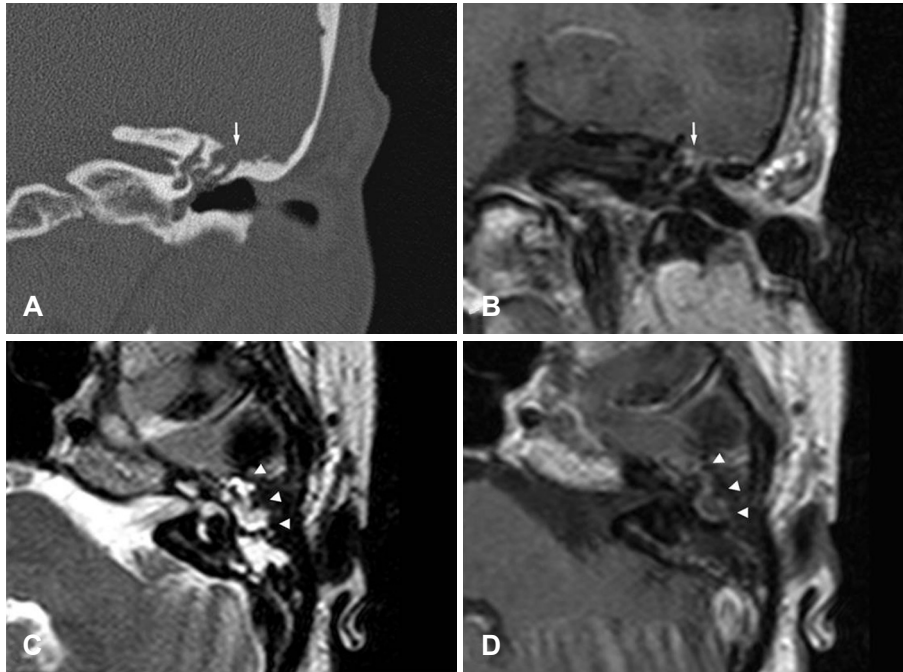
Imaging studies. Coronal CT image demonstrates a soft-tissue density lesion in the epitympanum and middle ear cavity in continuity with a tegmental bony defect (arrow)(A). T1-weighted postgadolinium contrast coronal MRI demonstrates interruption of the dural line (arrow)(B). T2-weighted axial MRI demonstrates a hyperintense lesion in the epitympanum (arrowheads)(C). T1-weighted axial MRI demonstrates a hypointense lesion with rim enhancement in the epitympanum (arrowheads)(D).
